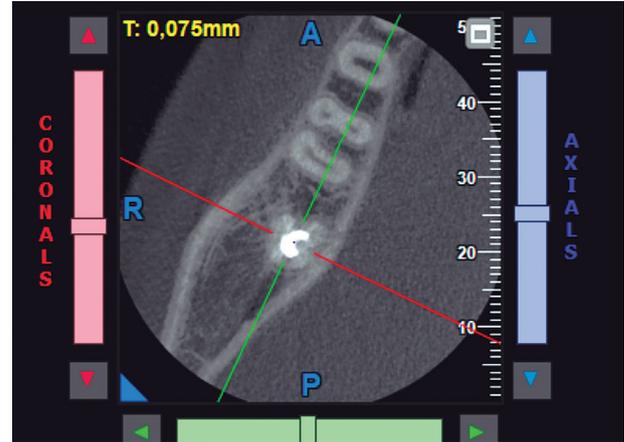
Radiografía inmediata a la obturación con plug de NeoPutty y compactación con cono unico y compactación termoplastificada..
